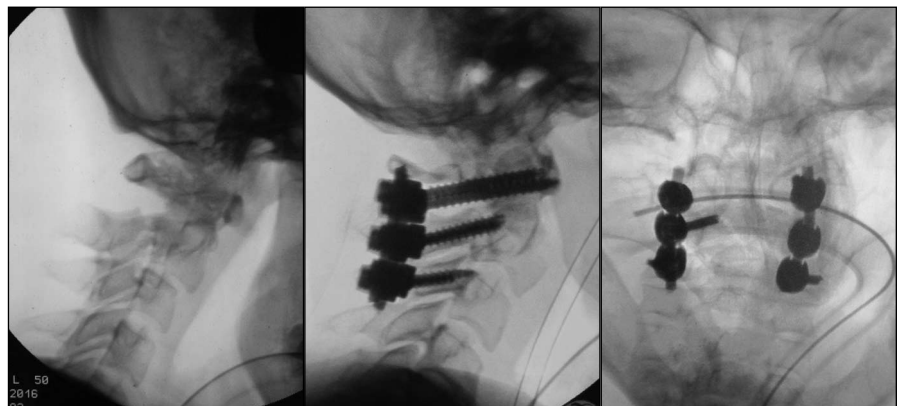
Інтраопераційний рентген-моніторинг, вправлення вивиху сегмента $C_I-C_{II}-C_{III}$, задня транспедикулярно-трансартікулярна стабілізація $C_I-C_{II}-C_{III}$.
